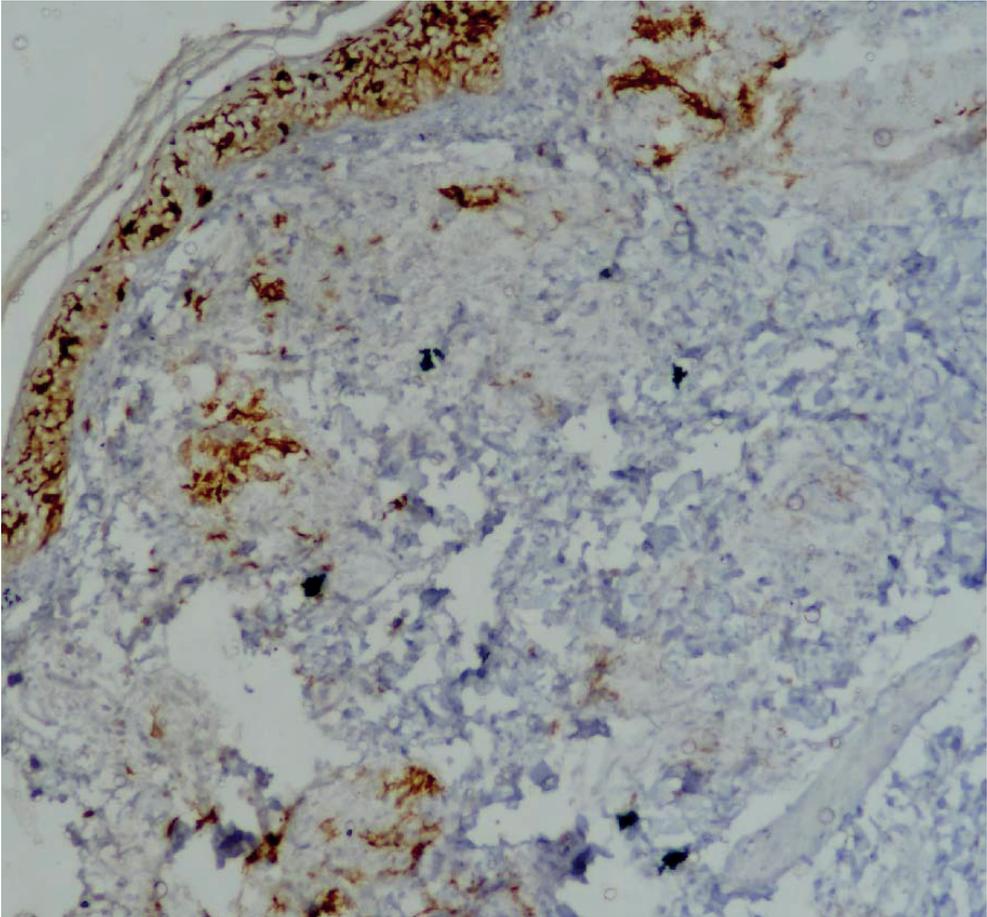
IHQ de piel afectada con células CD1a dérmicas grado 1 en paciente BT.
